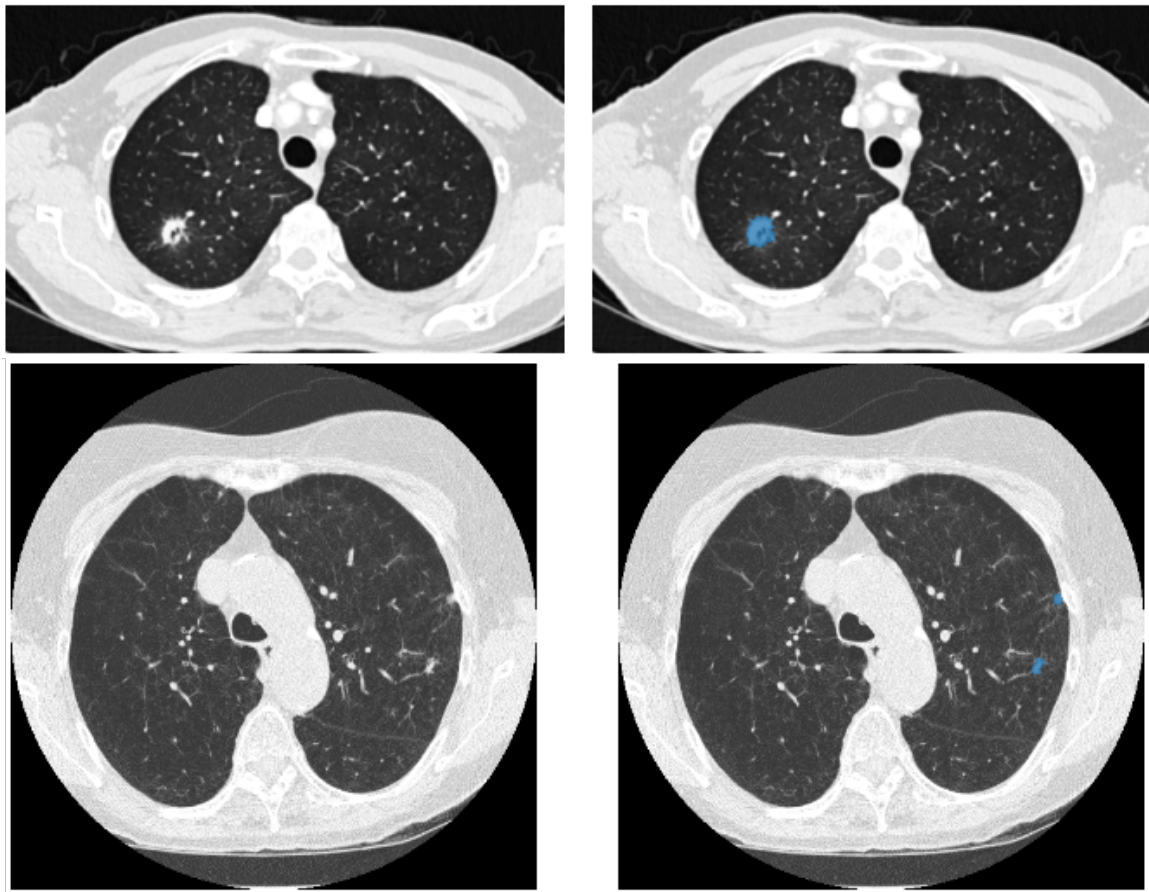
Результати роботи підсистеми сегментації утворів у легенях: зліва – оригінальні зрізи КТ, справа – сегментовані області утворів (позначені синім)
